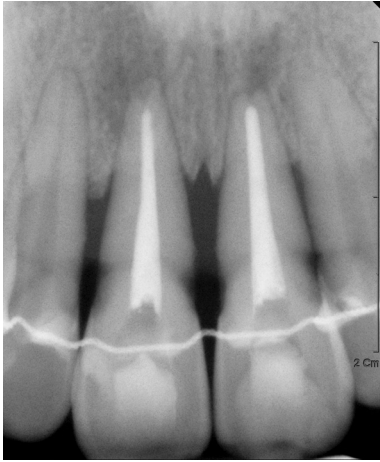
Radiograph was taken after endodontic treatment on right upper central incisor. Periapical radiolucencies on both teeth were remained.
